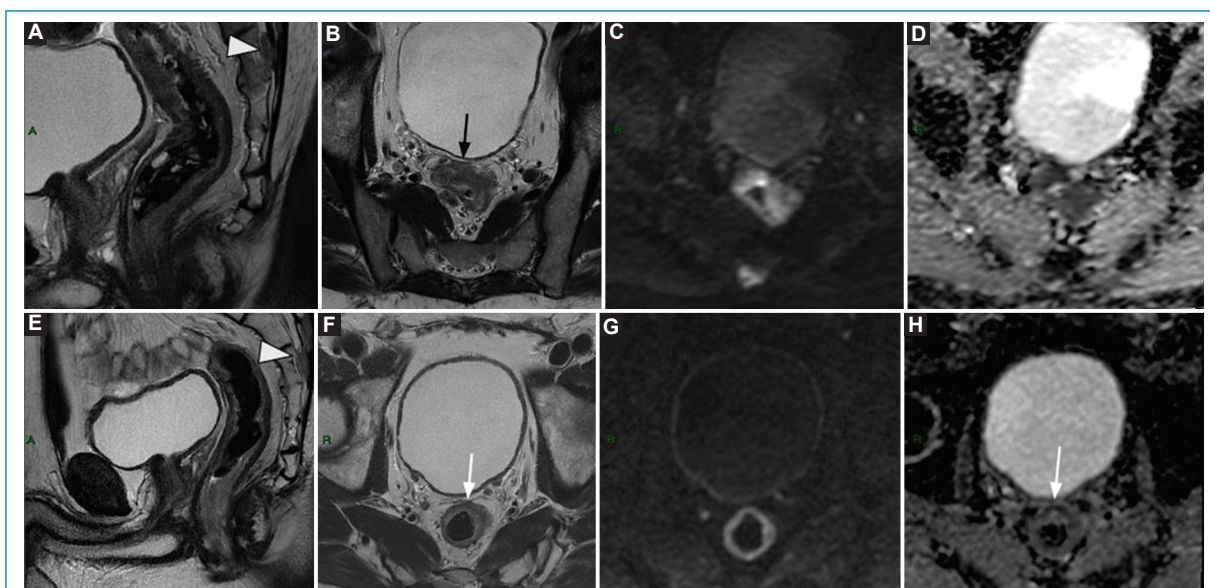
Adenocarcinoma de recto superior. La RM de estadificación con secuencias de alta resolución sagital T2 (A), axial T2 (B) y DWI-mapa de ADC (C y D) evidencia una lesión circunferencial con compromiso de la reflexión peritoneal (flecha negra): mrT4a. N2, N1C, MRC comprometido, EMVI positivo, con secundarismo hepático múltiple (no mostrado) e intracanalicular a nivel sacro (punta de flecha). En la RM de reestadificación no se identifica lesión intraluminal y en su lugar se visualiza una cicatriz hipointensa en T2 (E-G), con baja señal también en DWI (G) y en el mapa de ADC (H), compatible con efecto T2 *dark-through*. Persiste la lesión intracanalicular a nivel sacro (E). MRC: margen de resección circunferencial.
